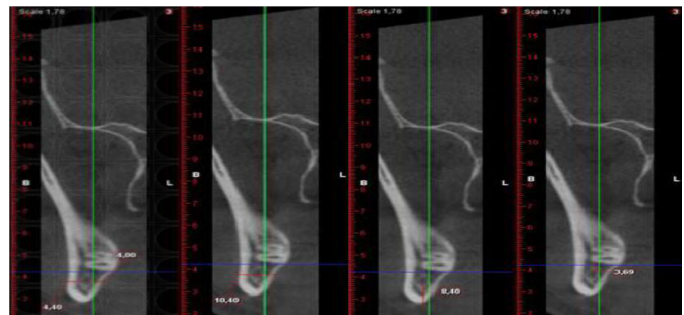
The distance between the mandibular third molar and the inferior alveolar canal was measured using the Pi-view program. A dot was placed on each molar and the adjacent IAC; then the shortest distance between the dots was measured on the coronal 3D-CT image. (a,b) Mandibular third molar root to IAN distance, >2 mm; (c,d) Mandibular third molar root to IAN distance, < 2 mm.
